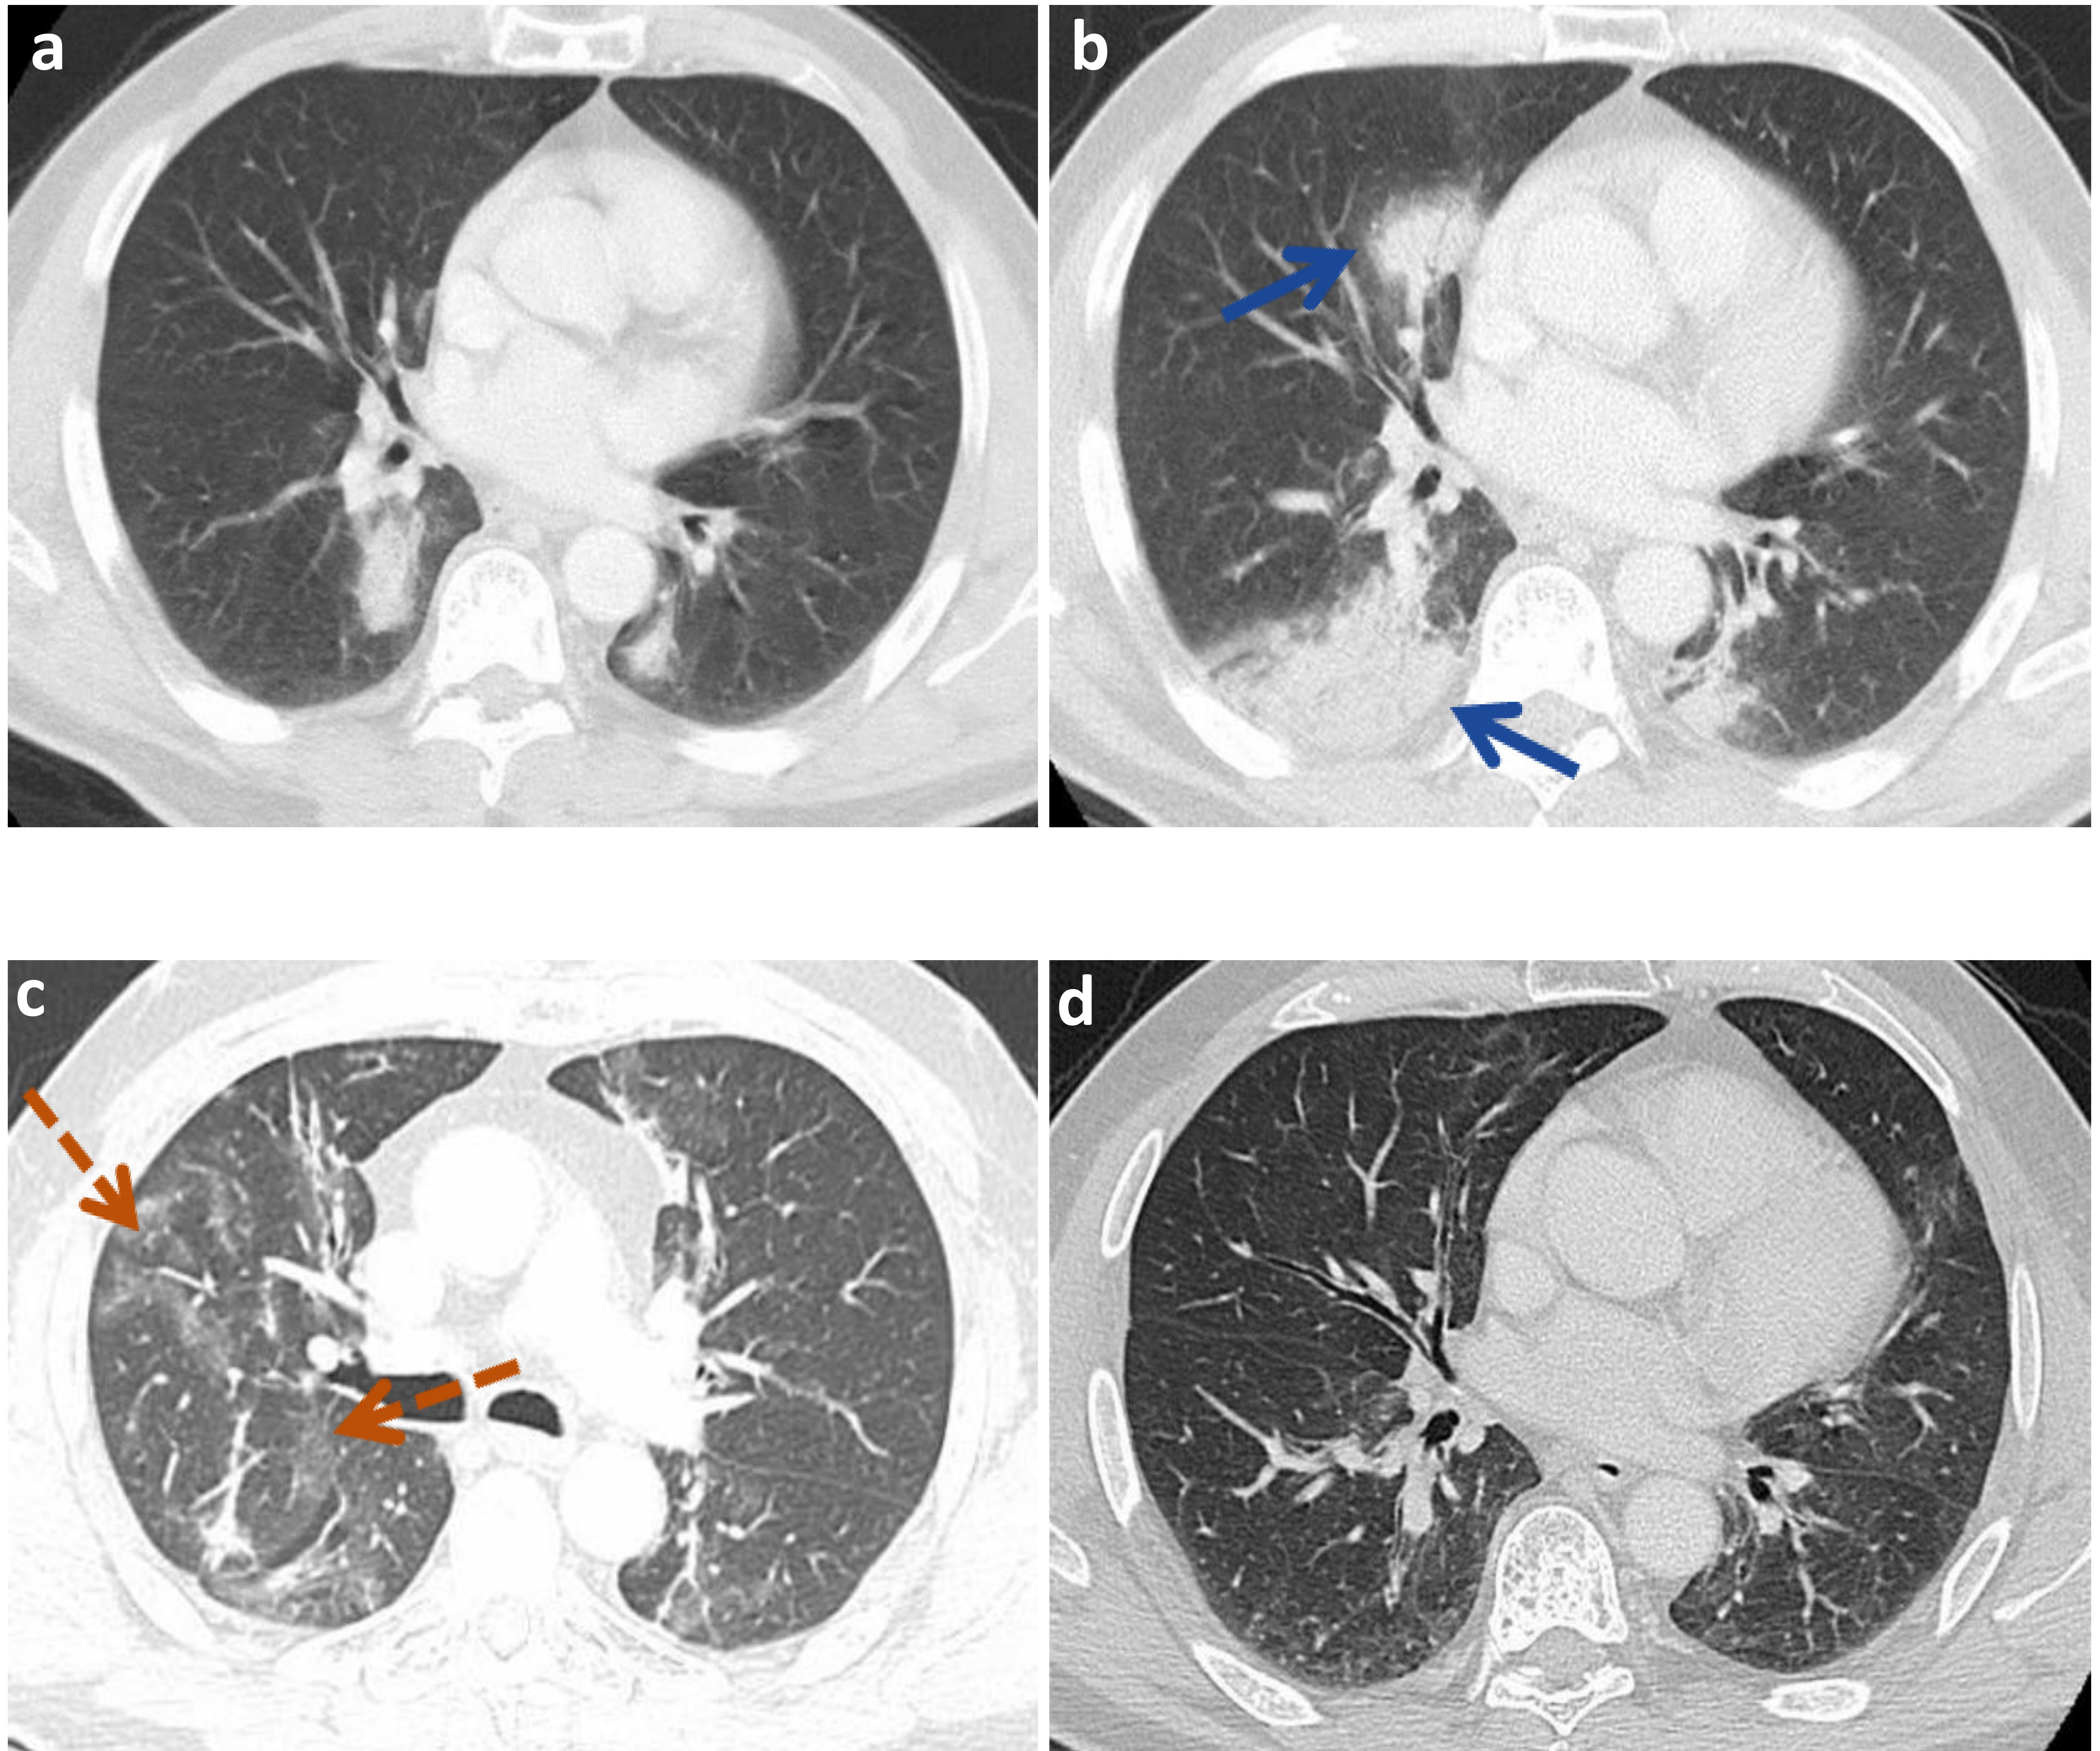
Neumonitis grado 2 con patrón NO en un hombre de 59 años en tratamiento combinado con Ipilimumab y Nivolumab por melanoma de coroides (a) Corte axial de Tc de tórax basal antes de iniciar la inmunoterapia. (b, c) Cortes axiales de TC de tórax al mes de comenzar con Ipilimumab y Nivolumab con focos de consolidación alveolar (flecha azul) junto con múltiples imágenes nodulares y seudonodulares en vidrio deslustrados bilaterales, algunas de ellas con signo del halo (flecha naranja) (e) Corte axial de TC de tórax a los 6 meses de interrumpir el tratamiento y administrar corticoterapia.
